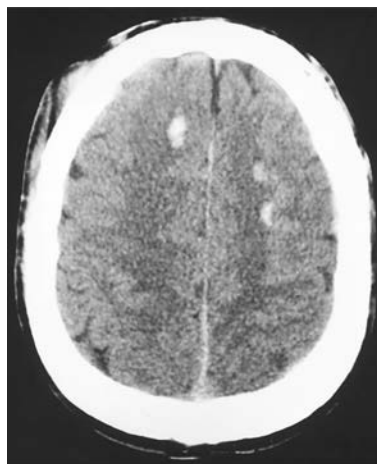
非增强 CT 扫描显示额叶白质处多个小区域出血和组织破坏
